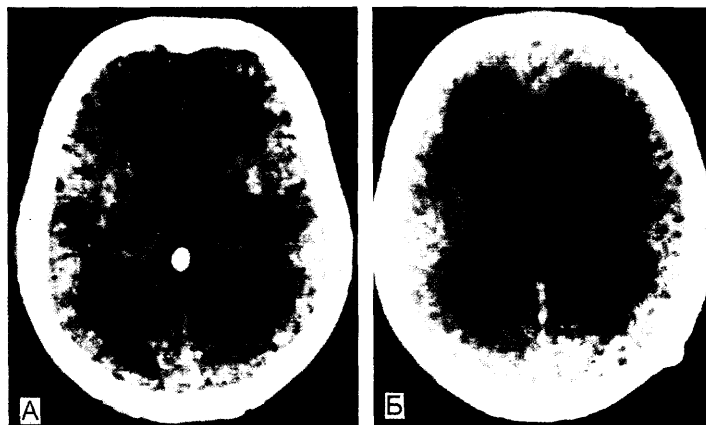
Резкое расширение ликворных пространств мозга при нормотензивной гидроцефалии с клинической картиной лобной деменции. Компьютерная томограмма.
